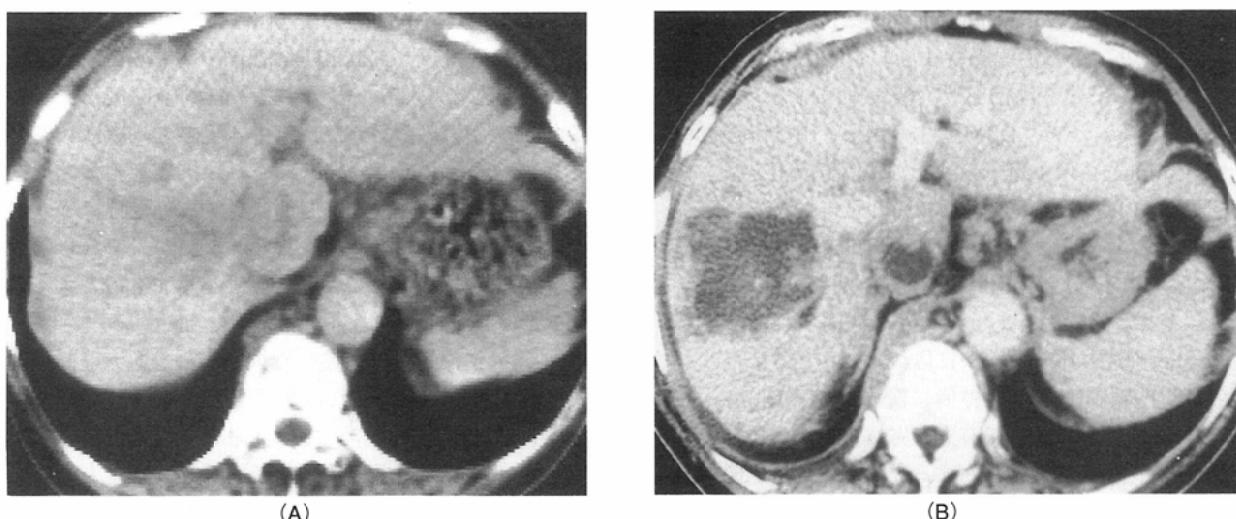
A Case of Hepatocellular Carcinoma whose CT Scans show the appearance of low density area after hepatic chemotherapy with DSM (66-year-old female)
